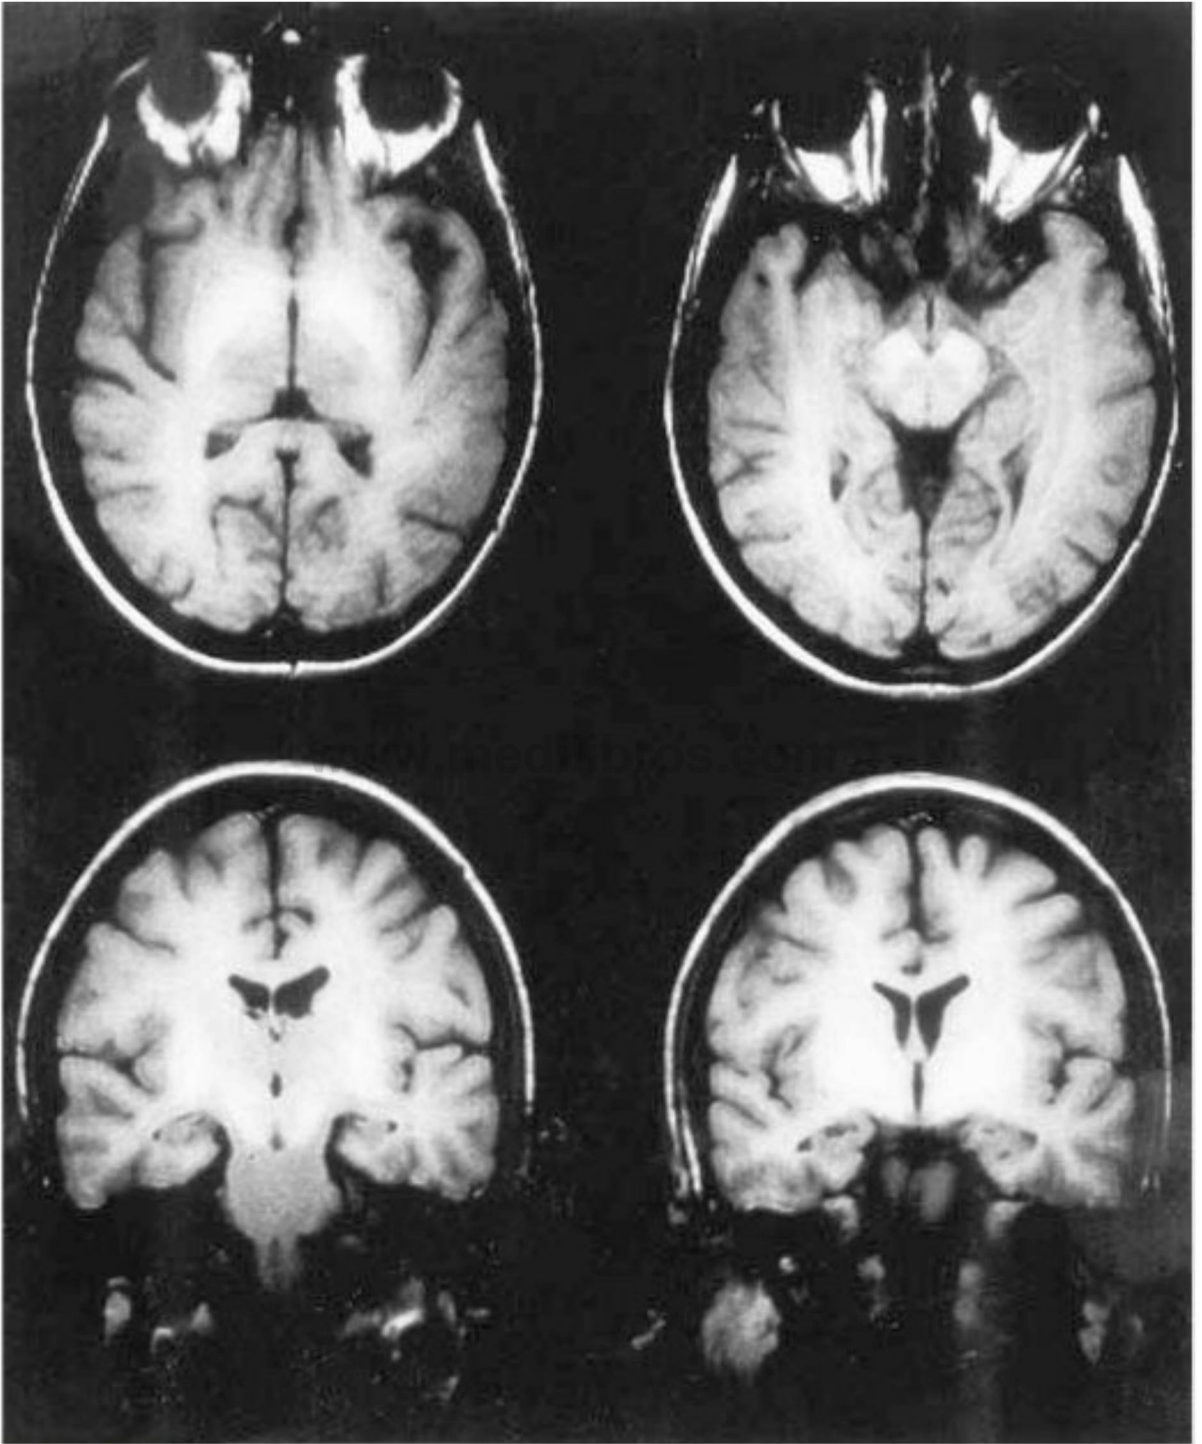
Imágenes T1 de RM de un paciente con cirrosis hepática. Obsérvense las señales hiperintensas en los ganglios basales, pedúnculos cerebrales y sustancia negra.
